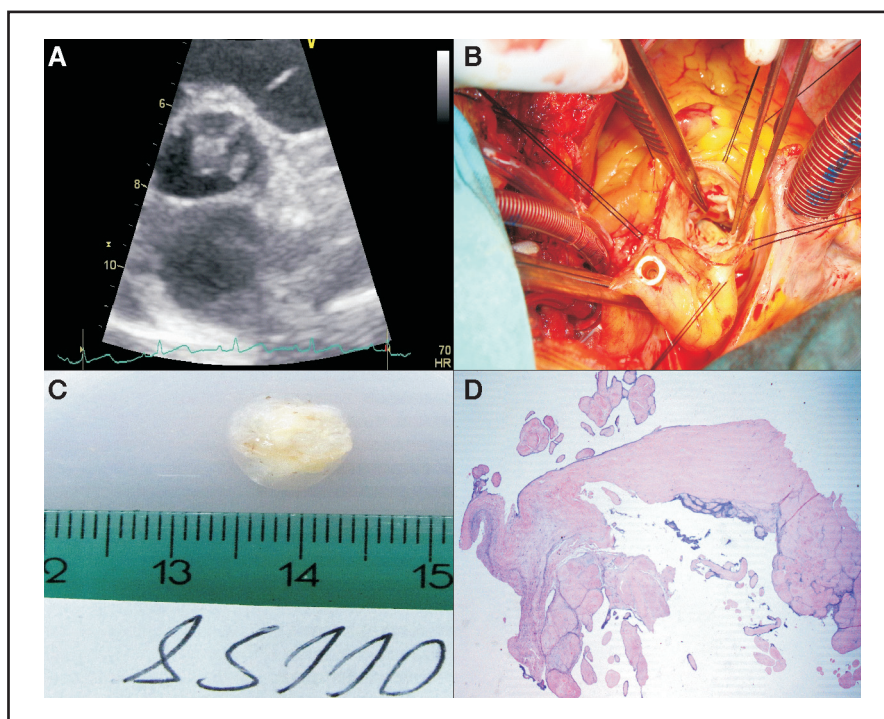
(Paciente # 13) A: Ecocardiograma 2D. Vista en eje corto de grandes vasos a nivel de la válvula aórtica, en la que se observa una masa irregular adherida a las sigmoideas aórticas. B: Campo quirúrgico, durante la extirpación del FPC, la pinza está señalando el tumor. C: Pieza anatómica extirpada. D: Vista microscópica con tinción hematoxilina-eosina, en el que puede apreciarse el tallo de tejido fibroelástico recubierto por endocardio.
